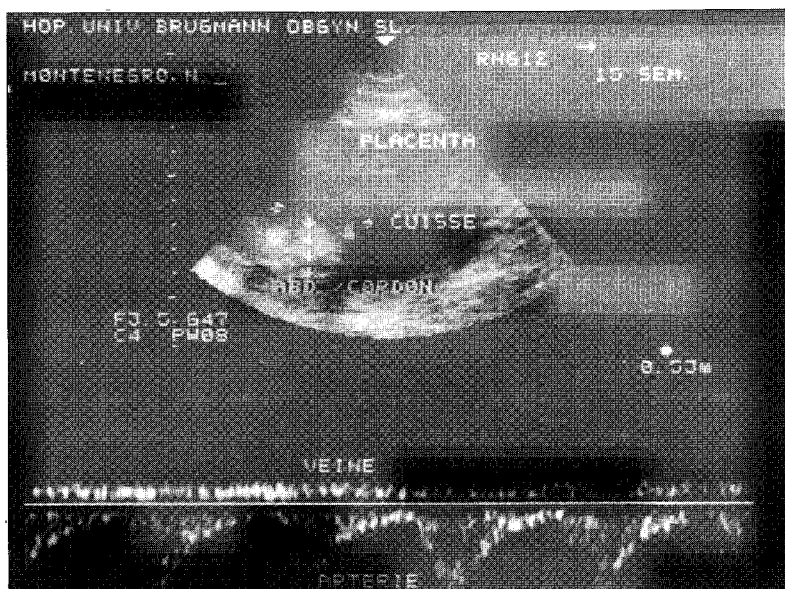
A — Espectro do cordão umbilical, obtido por Doppler Pulsátil às 15 semanas.
